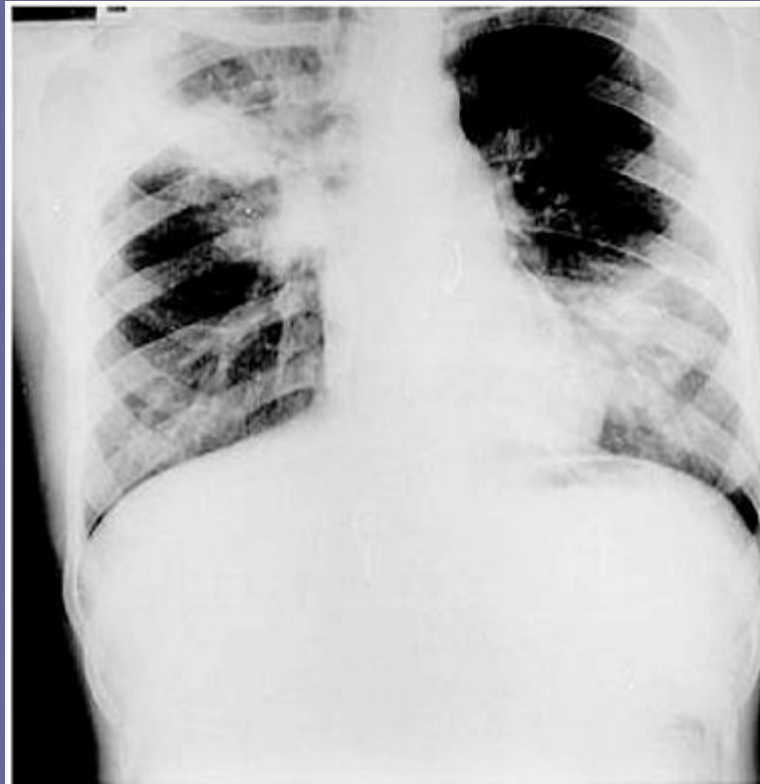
Radiografia de tórax em PA. Consolidações em campo superior de pulmão direito e campo inferior de pulmão esquerdo (“pneumonia cruzada”).
